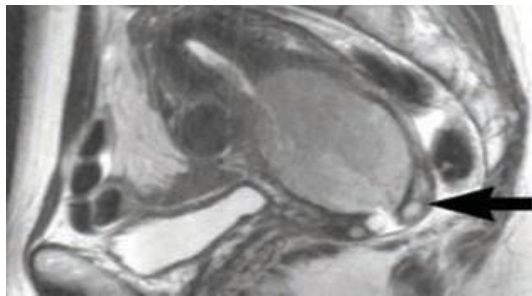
Karsinoma serviks. Gambar MRI Sagital T2-weighted menunjukkan karsinoma serviks posterior kecil (panah) dengan gangguan low-signal-intensity terhadap stroma fibrosa (Viviane N, et al, 2009)
